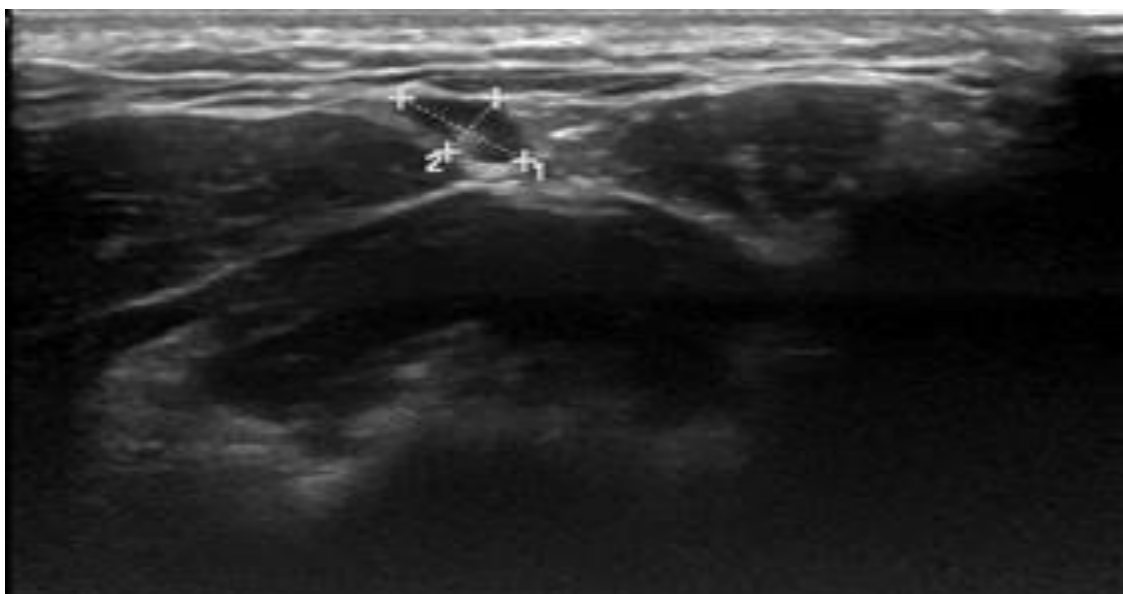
Ecografia da lesão. 1 – 6 mm. 2 – 4 mm.
